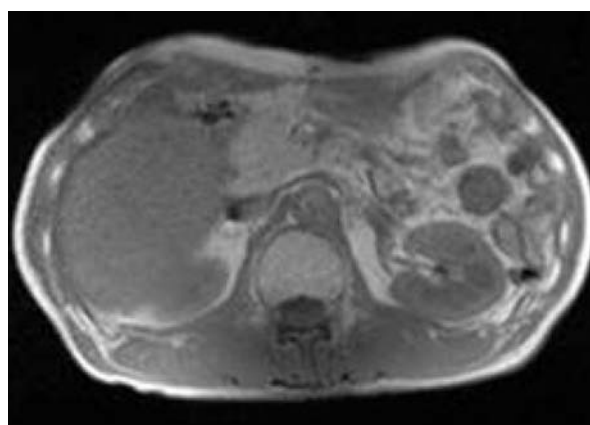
MRI, T1-in Phase（平成20年7月）
